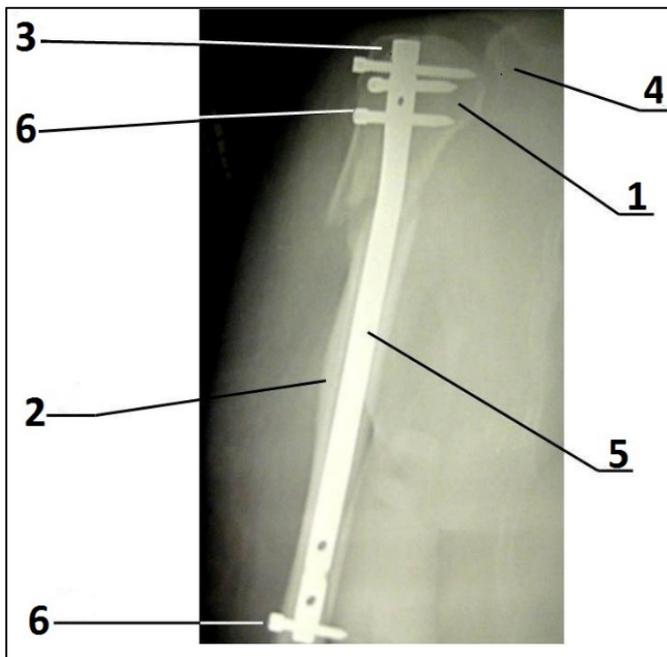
Рентгенография (прямая проекция) правой плечевой кости после завершения остеосинтеза и удаления временных фиксирующих спиц: 1 – головка плечевой кости; 2 – плечевая кость (дистальный отломок и диафиз); 3 – большой бугорок плечевой кости; 4 – суставной отросток лопатки; 5 – блокируемый интрамедуллярный стержень; 6 – блокирующие винты.
